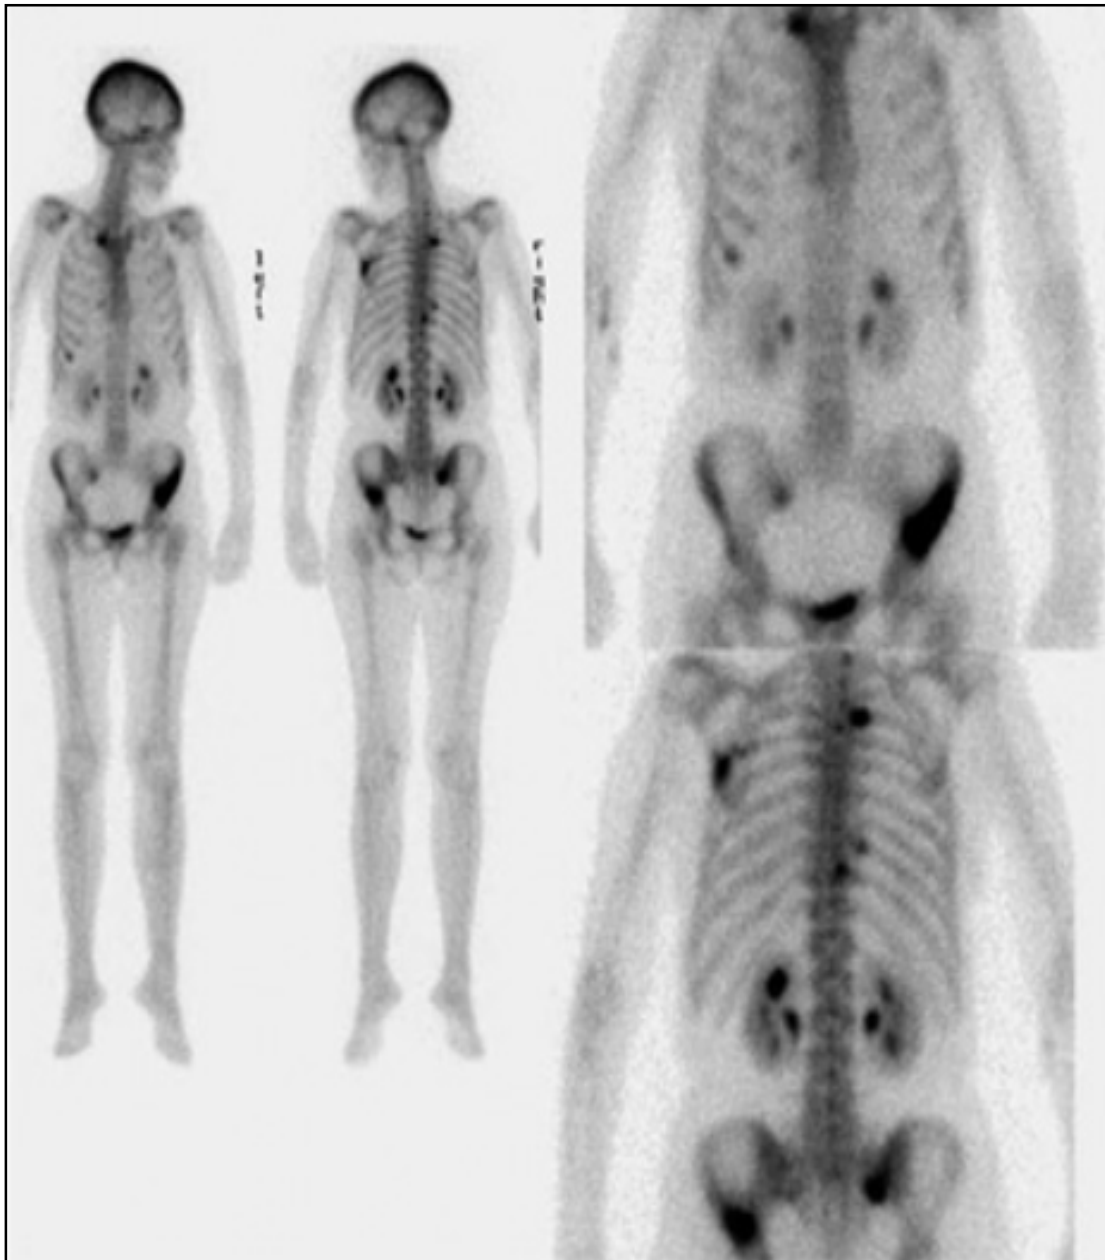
scintigraphie osseuse montrant des métastases osseuses au niveau du rachis, la cage thoracique et le bassin [66]*
